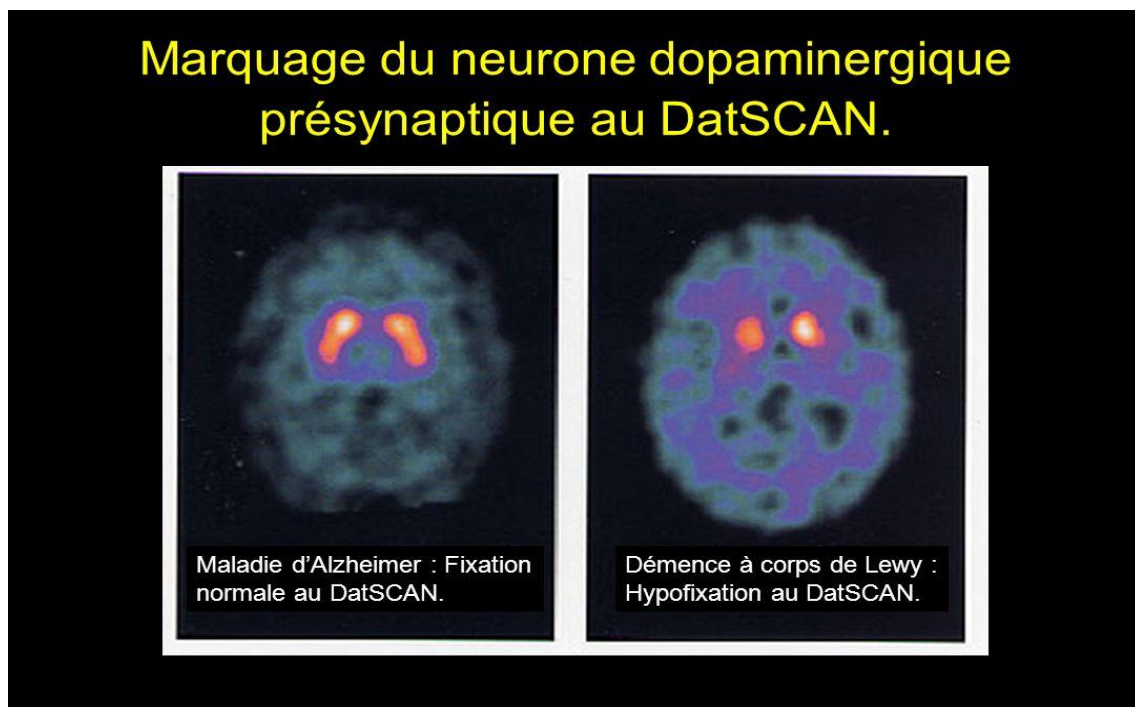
une scintigraphie cérébrale au DATscan® d'une démence à corps de Lewy, et d'une démence- Alzheimer [319].
